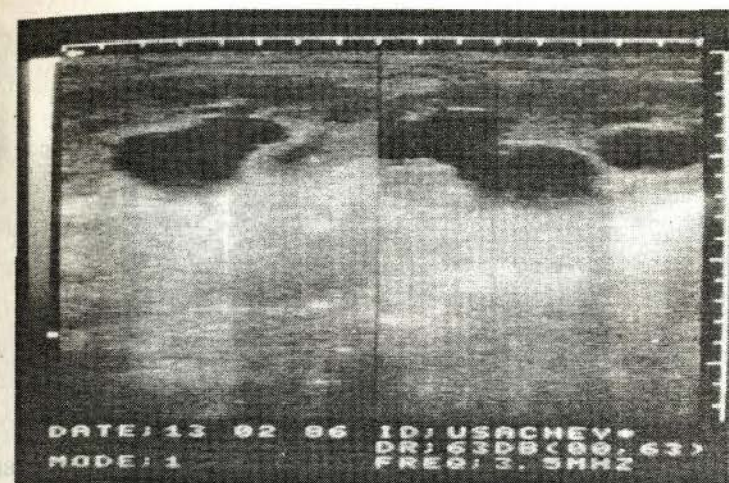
Sonografie. Hidronefroza bilaterală.
